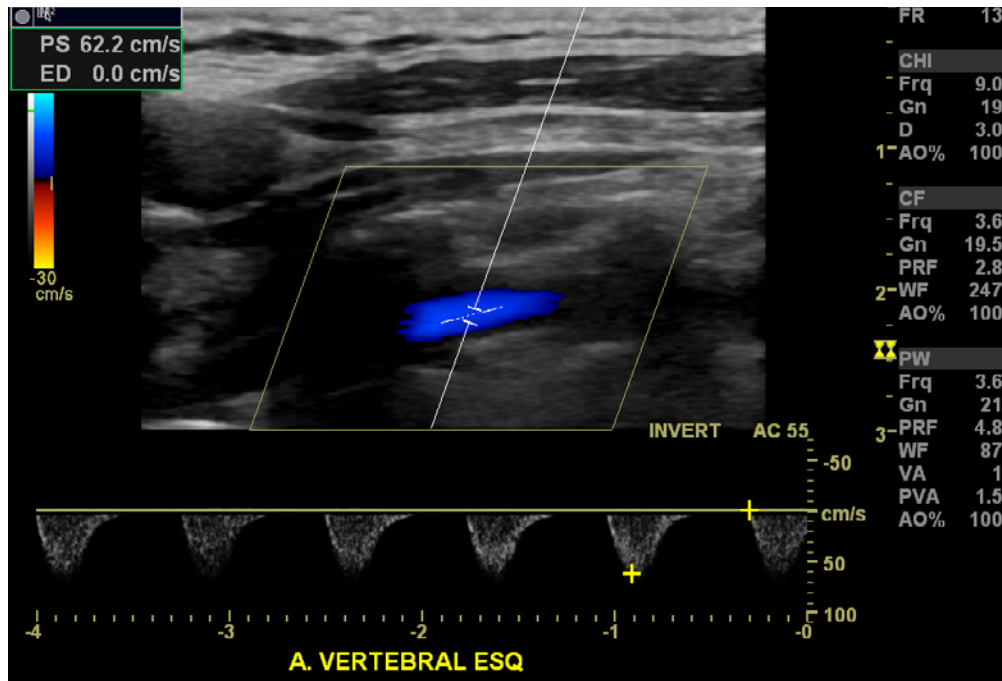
Doppler pulsado da artéria vertebral esquerda
